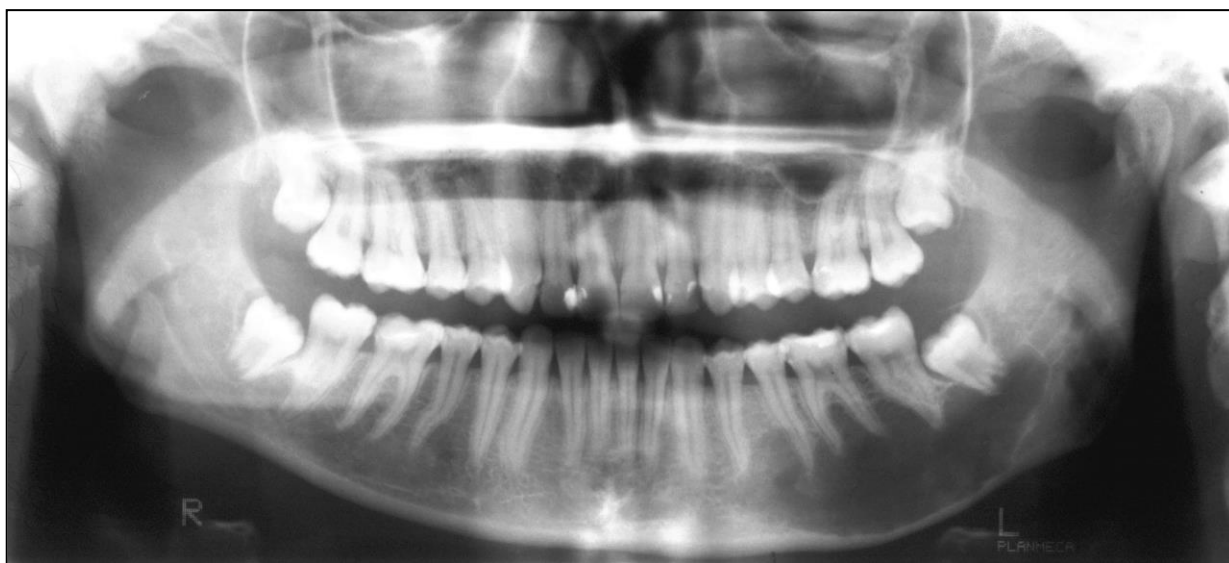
Панорамная томография (ОПТГ) нижней зоны лица
